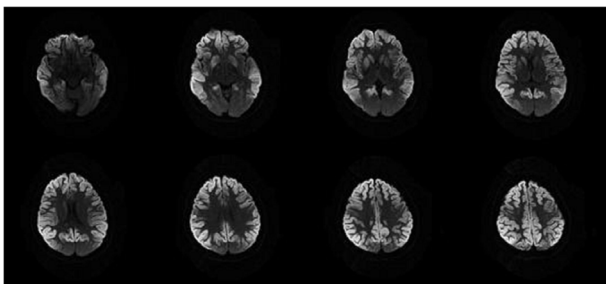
Diffusion weighted MR images show cortical signal change and edema in both frontotemporoparietal lobes and both basal ganglia. Both cerebellum and occipital lobes are spared.
